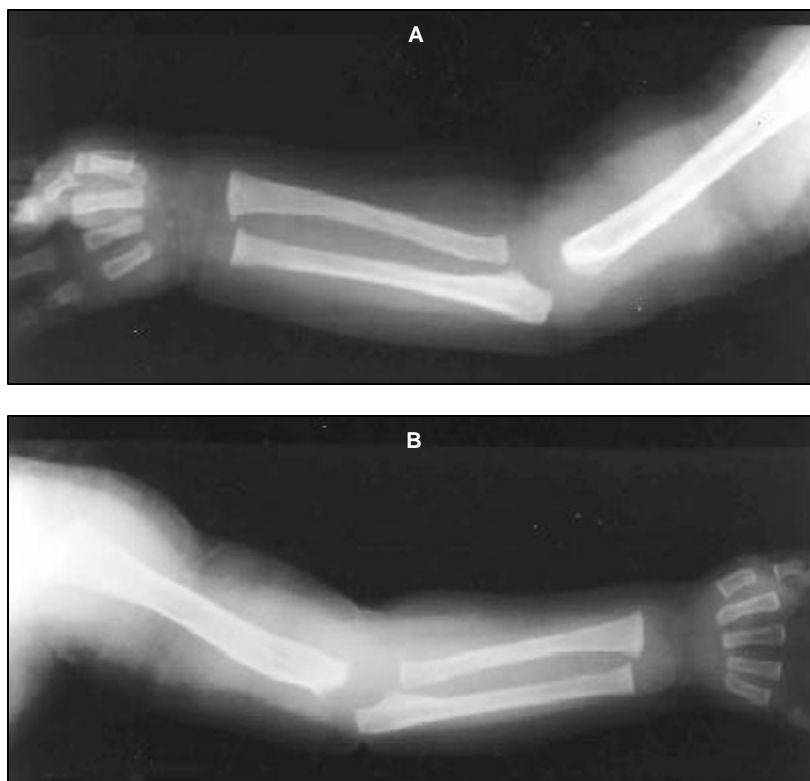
Radiografias dos membros superiores (A,B) do recém-nascido, com 24 horas de vida, demonstrando lesões líticas na metáfise proximal do úmero esquerdo. Faixas radiotransparentes e radiodensas nas metáfises proximais e distais do úmero direito, rádio e ulna bilateralmente, bem como na metáfise distal do úmero esquerdo.
